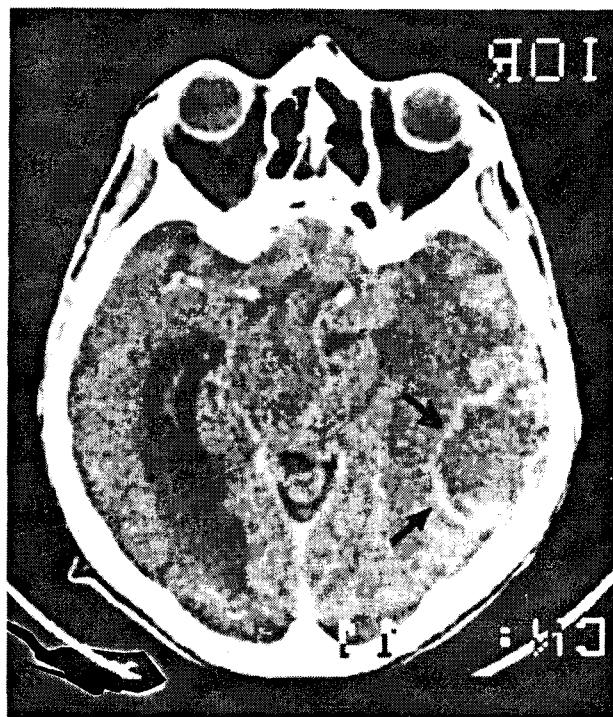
CT-scan: metastaza temporală dreaptă chistică, delimitată, cu edem marcat peritumoral.
